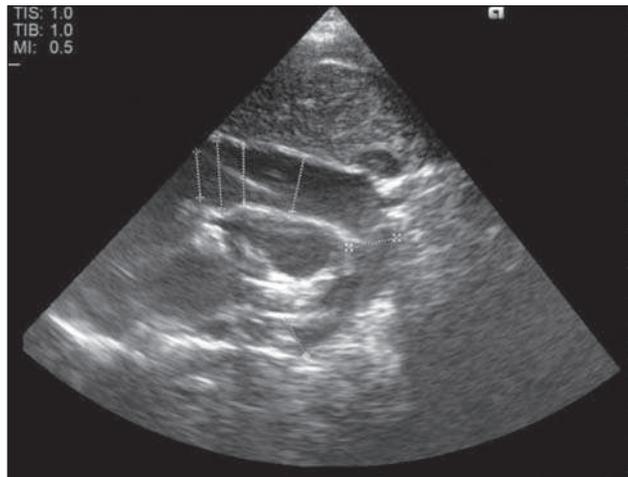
Эхокардиограмма (в высокой парастернальной позиции по длинной оси). Транспозиция магистральных сосудов
